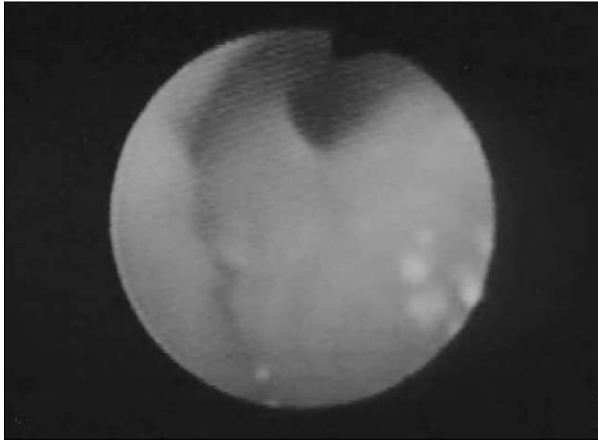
Imagen obtenida mediante el fibrobroncoscopio pediátrico estándar de 3,6 mm de una pipa de calabaza en bronquio principal izquierdo. Auscultación y radiografía normales.
